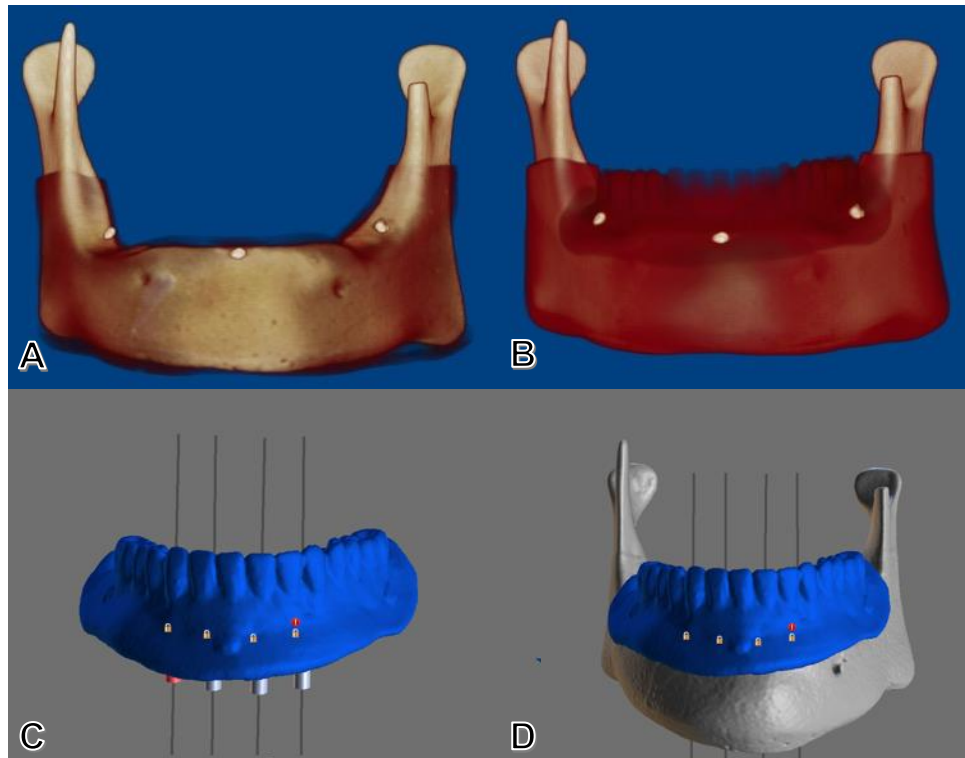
(A) Reconstrução 3D de mandíbula tomografada com a prótese – prótese transparente na imagem, (B) reconstrução 3D de mandíbula tomografada com a prótese – prótese presente na imagem, (C) prótese total tomografada e transformada em modelo tridimensional, (D) prótese sobreposta no modelo tomografado para realização do planejamento.
